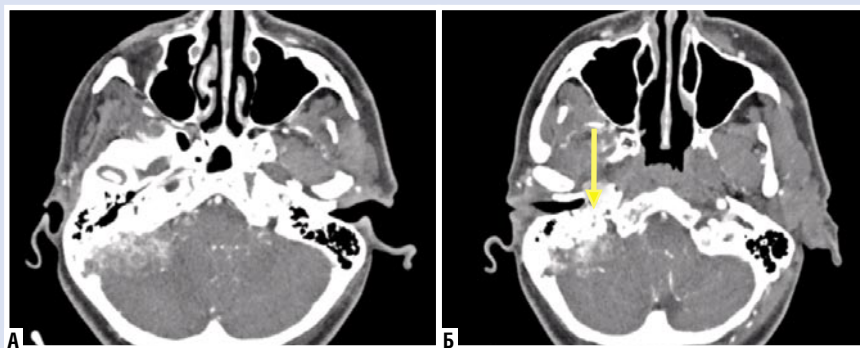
КТ головного мозга коронарная проекция (стрелка – область остеодеструкции пирамиды правой височной кости).
